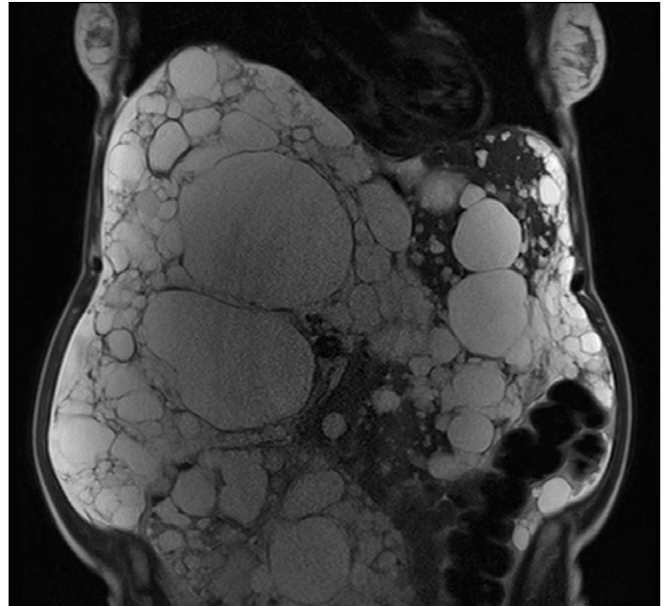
Corte coronal en RMN abdomen: Hepatomegalia con el parénquima sustituido en la mayor parte por quistes de distintos tamaños, alguno de ellos hiperintenso en T1, hemorrágico o de contenido proteico.
